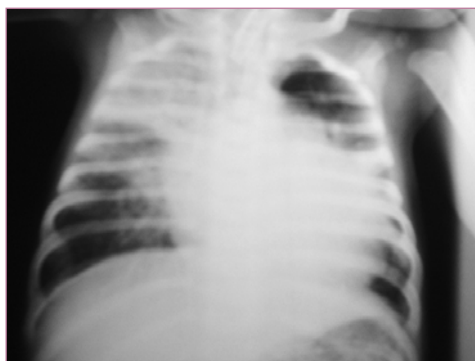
Radiografia de tórax com atelectasia em lobo superior direito.
